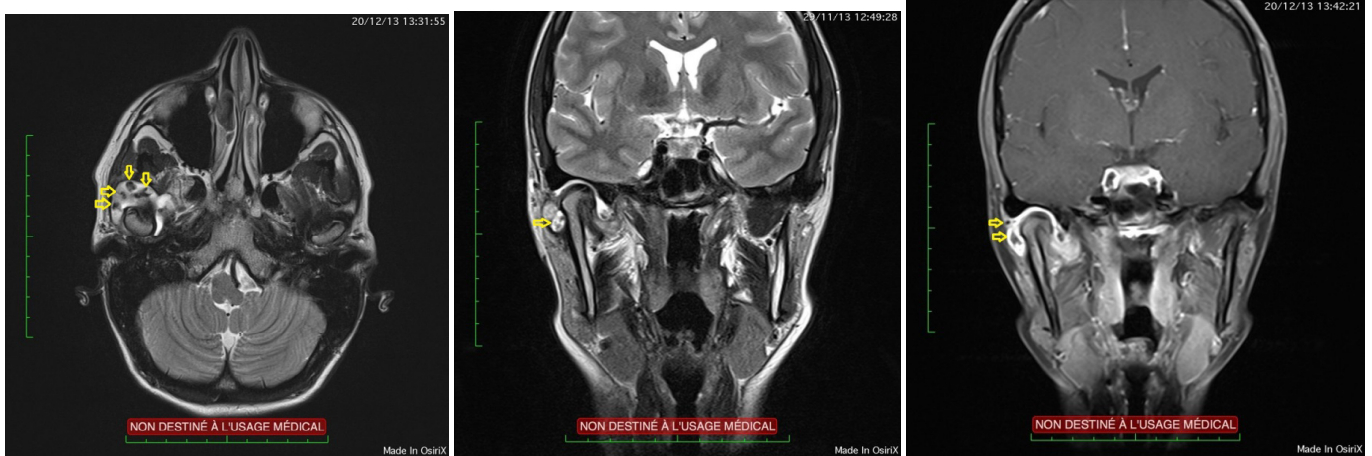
IRM : tuméfaction de l'articulation temporo-mandibulaire droite avec des zones évocatrices de fragments cartilagineux.
